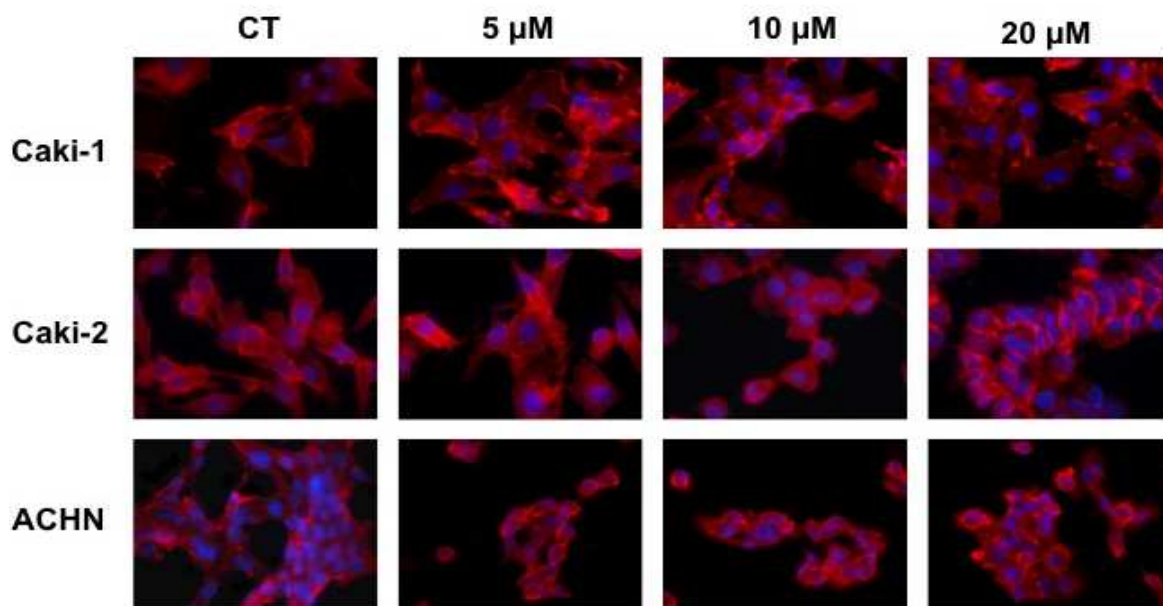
Microfotografie rappresentative del pattern di espressione dell'actina citoscheletrica evidenziato mediante tecnica di immunofluorescenza nelle cellule di ccRCC, non trattate (CT) e 48 ore dopo trattamento con Ukrain alle dosi di 5, 10, 20 μM . Rosso: actina; blu: dapi. Ingrandimento originale 60x.
